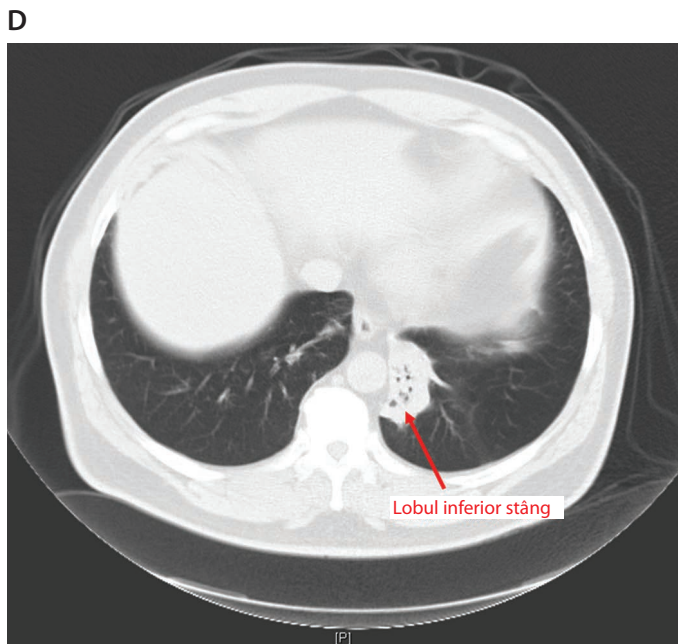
4 CT indică colaps cronic al lobului inferior stâng. Se observă pierderea dramatică de volum cu aerție minimă. Există deplasare mediastinală discretă spre stânga.
